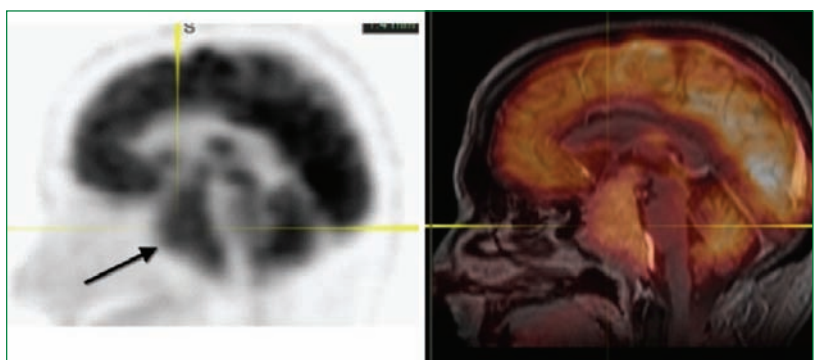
Les logiciels contemporains permettent de fusionner la TEP non seulement avec le TDM, mais avec toutes les modalités d'imagerie 3D dont l'IRM. Entre autres, la fusion TEP-IRM permet de mieux localiser et caractériser les lésions cérébrales néoplasiques avant et après les traitements de radiothérapie (la flèche indique un volumineux prolactinome hypophysaire).
